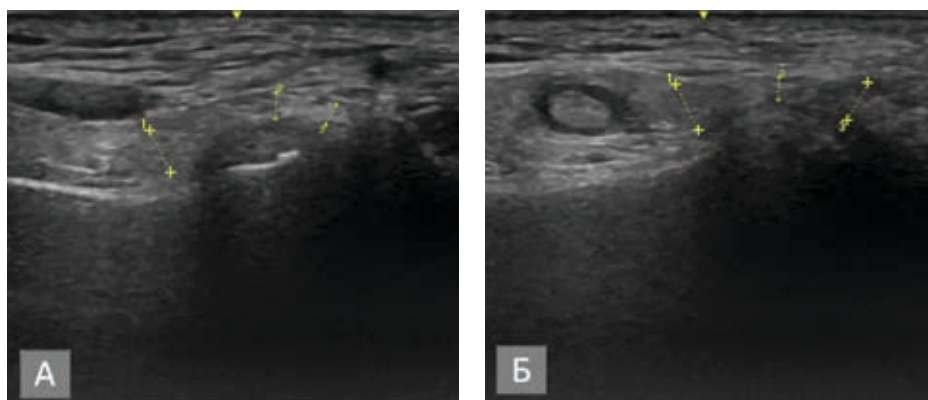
Изображение ВНЧС при УЗИ до лечения (А), после лечения (Б). А – диск смещен кпереди и деформирован, Б – нормализация положения суставного диска
